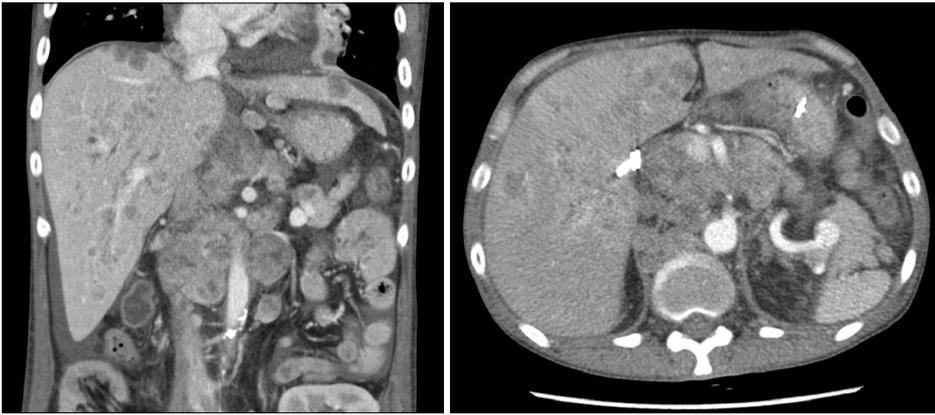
Abdomino-pelvic computed tomography of the patient shows innumerable solid nodules in both lobes of liver, multiple lymphadenopathy involving periportal, celiac axis, and periaortic area.
